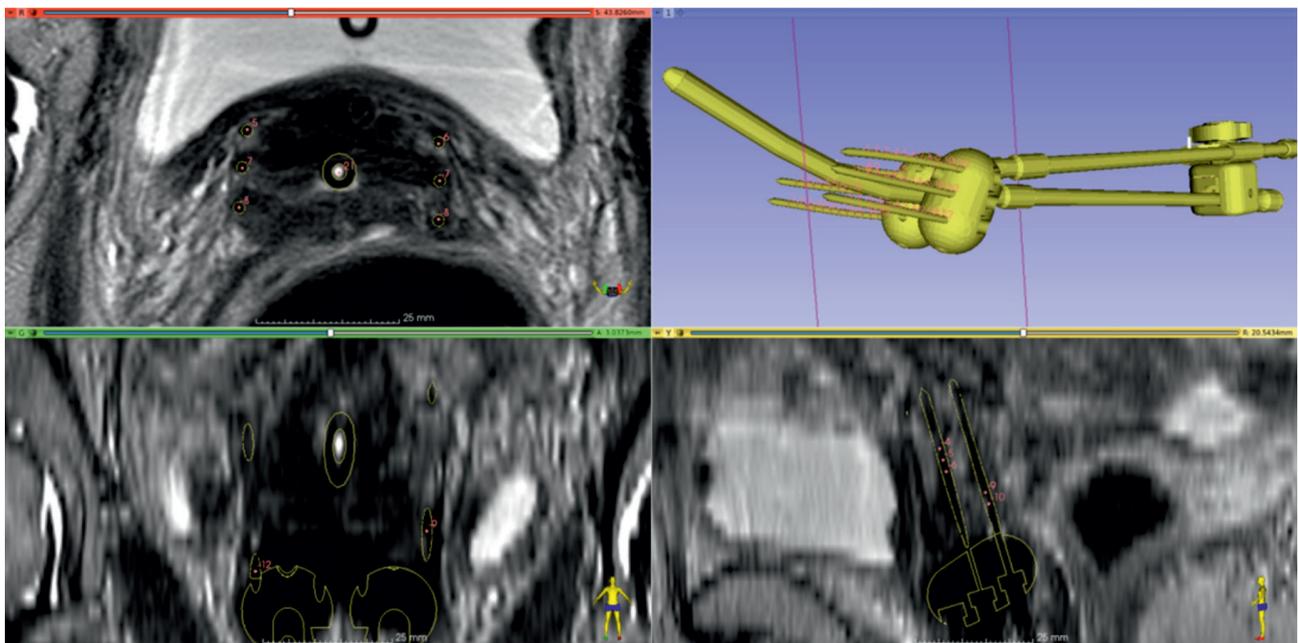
Vista en 3DSlicer del implante completo de un aplicador Utrecht sobre MRI.
